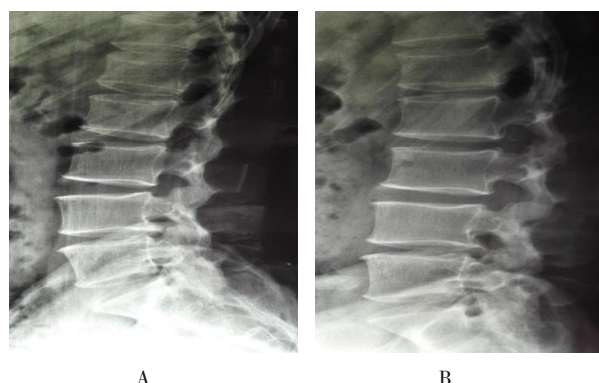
Radiographs of the lumbar spine before revision
